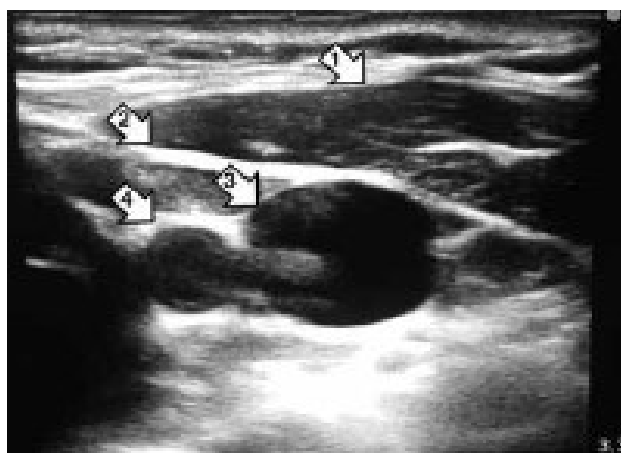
/ Fig. 1. Ультразвуковая визуализация структур шеи (1 – грудно-ключично-сосцевидная мышца; 2 – собственная фасция шеи; 3 – яремная вена; 4 – бифуркация общей сонной артерии) / Ultrasound imaging of neck structures (1 – sternocleidomastoid muscle; 2 – neck fascia proper; 3 – jugular vein; 4 – bifurcation of the common carotid artery).
